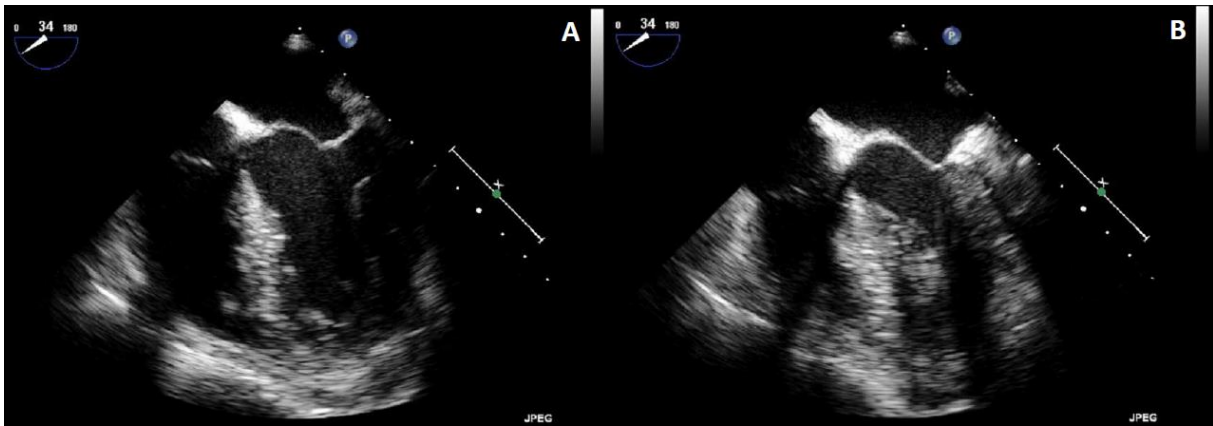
Indices échocardiographiques d'hypovolémie. A : coupe médio-oesophagienne à 0° en ETO objectivant des cavités ventriculaires de petite taille en télédiastole. B : même coupe chez le même patient, visualisant un collapsus télésystolique du VG.
